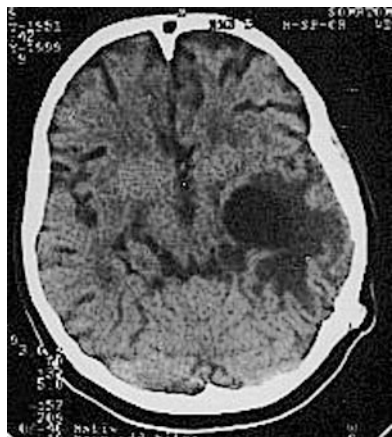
CT scan isolated dilatation of temporal corner lateral ventricle with pathological mass near lateral ventricle.
